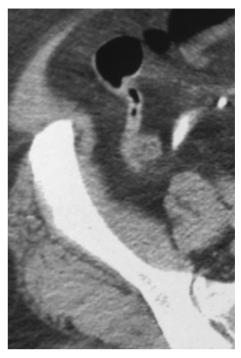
Appendizitis mit beginnender Perforation. In der CT ist neben der verdickten Appendix medialseitig eine kleine Strukturverdichtung sichtbar mit inhomogenen Dichtewerten, die auf eine beginnende Perforation hindeutet
